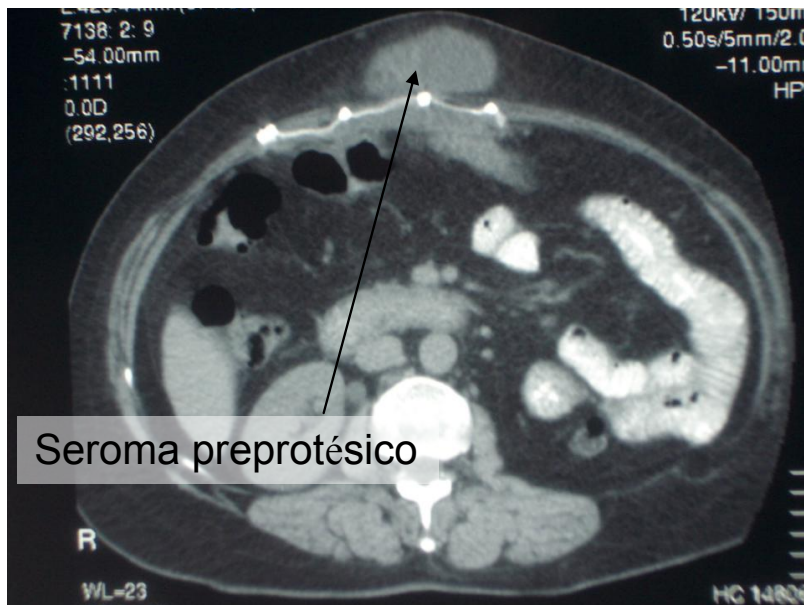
Corte axial de TC en el que se objetiva un seroma del espacio preprotésico.
